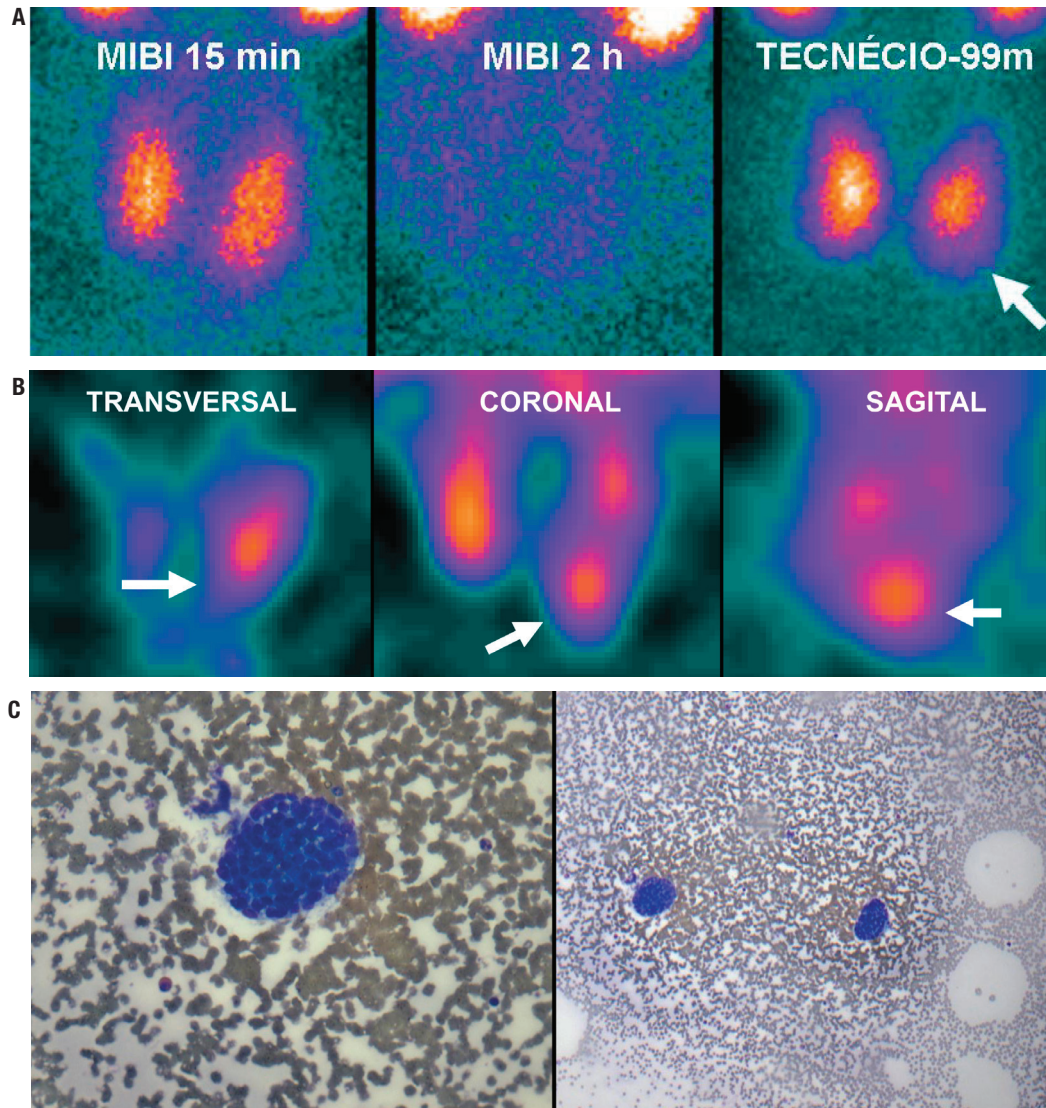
Caso 4A. Feminino, 67 anos; CA: 10,6 mg/dL (8,6-10,3 mg/dL); CAION: 1,45 mmol/L (1,11 a 1,40 mmol/L); PTH: 109 pg/mL (10-65 pg/mL); CAUR: 420 (55-220 mg/24h); 25OHVITD: 51 ng/mL (30 a 60 ng/mL); cintilografia (PLANA): MIBI 15 minutos e 2 horas normal e tênue hipocaptação no polo inferior esquerdo nas imagens com ^{99m}Tc (ver seta); USC: nódulo sólido hipocogênico inferior e posterior ao lobo esquerdo 1,1 x 0,8 x 0,4 cm. Caso 4B. Cintilografia (SPECT): positiva posterior ao lobo inferior esquerdo (ver setas). Caso 4C. PAAF nódulo inferior e posterior esquerdo: PTH no lavado da agulha: 639 pg/mL; citologia: agrupamentos coesos de células epiteliais em fundo hemorrágico sem coloide, compatível com nódulo de paratiroide; evolução pós-paratiroidectomia: CA: 9,0 mg/dL (8,6-10,3 mg/dL); CAION: 1,22 mmol/L (1,11 a 1,40 mmol/L).
